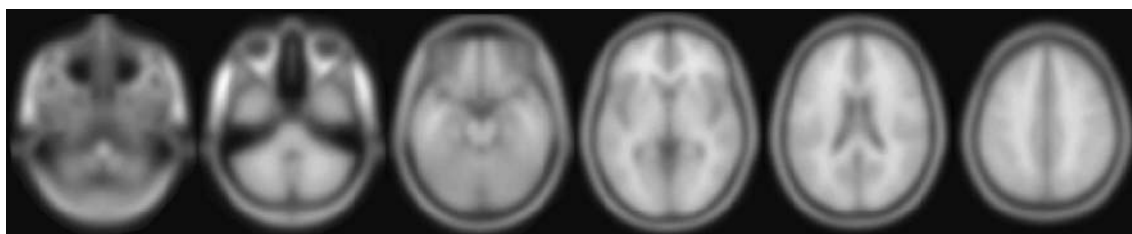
Seqüência de imagens axiais de RM suavizadas com filtro gaussiano de 8 mm.
